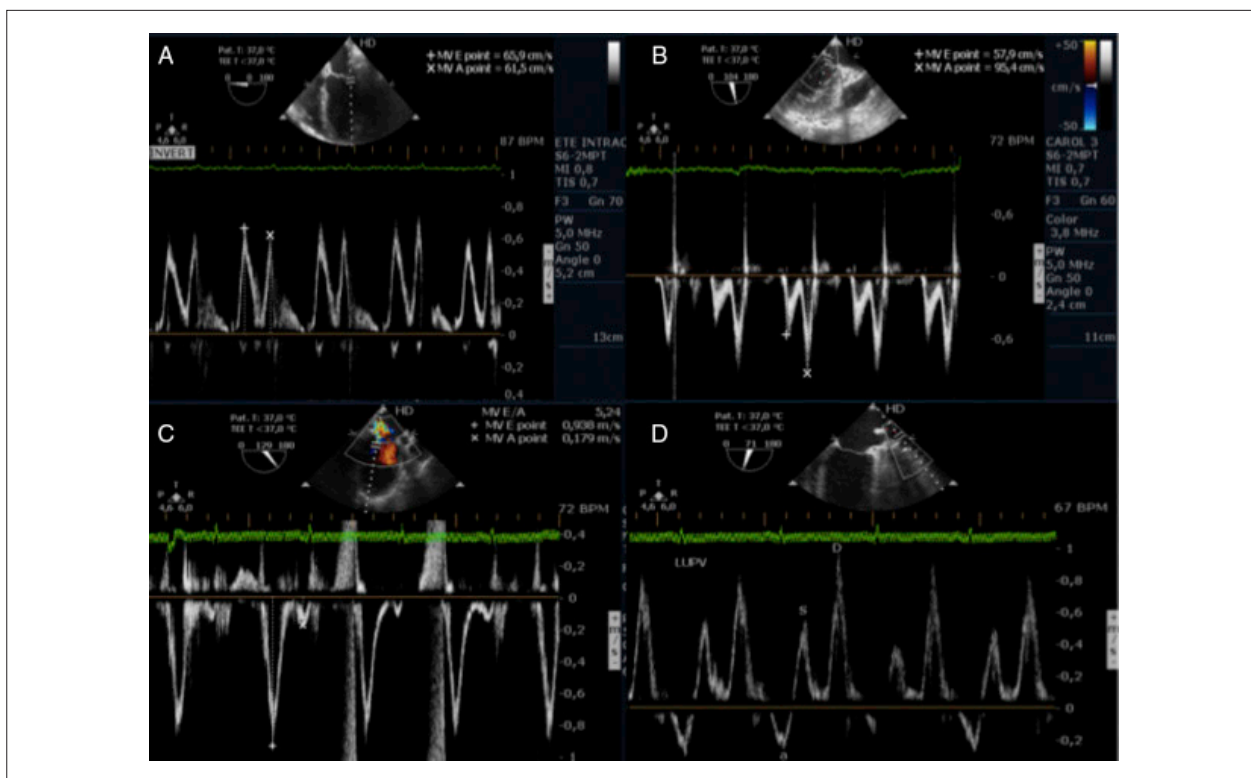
(A) Doppler pulsátil transmitral, onda E > onda A. (B) Doppler pulsátil transmitral, onda E < onda A. (C) Doppler pulsátil transmitral, onda E > onda A. (D) Doppler pulsátil em veia pulmonar, onda S < onda D.
